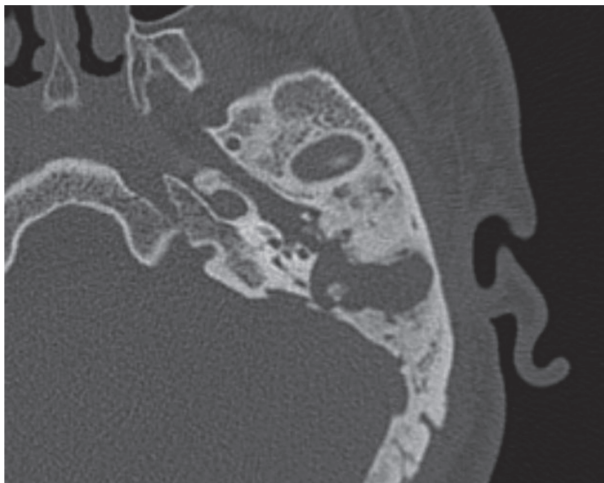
КТ левой височной кости пациента X. до проведения оперативного вмешательства. Послеоперационная полость после антростапидотомии totally заполнена холестеатомными массами, наличие фистулы лабиринта, обнажение барабанного сегмента лицевого нерва
